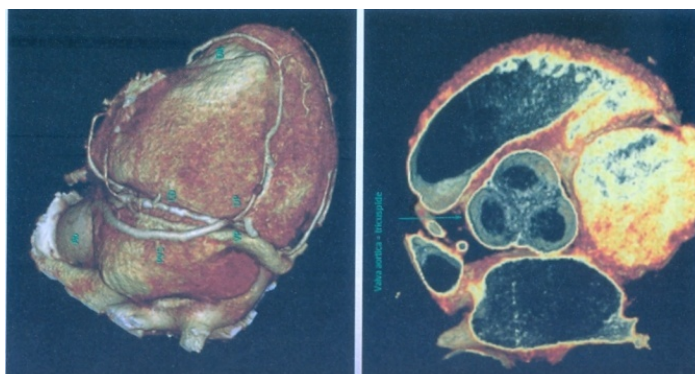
Exemplo de exame de tomografia computadorizada.
